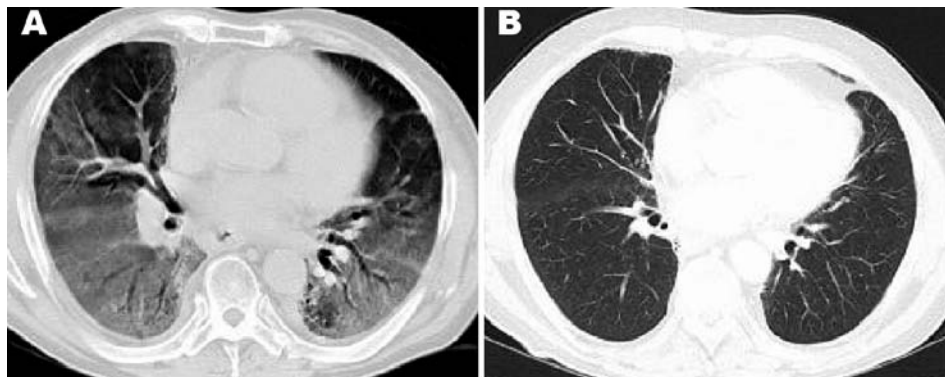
Tomografía computarizada torácica el día de su ingreso en el Servicio de Urgencias (A) y al año (B).
